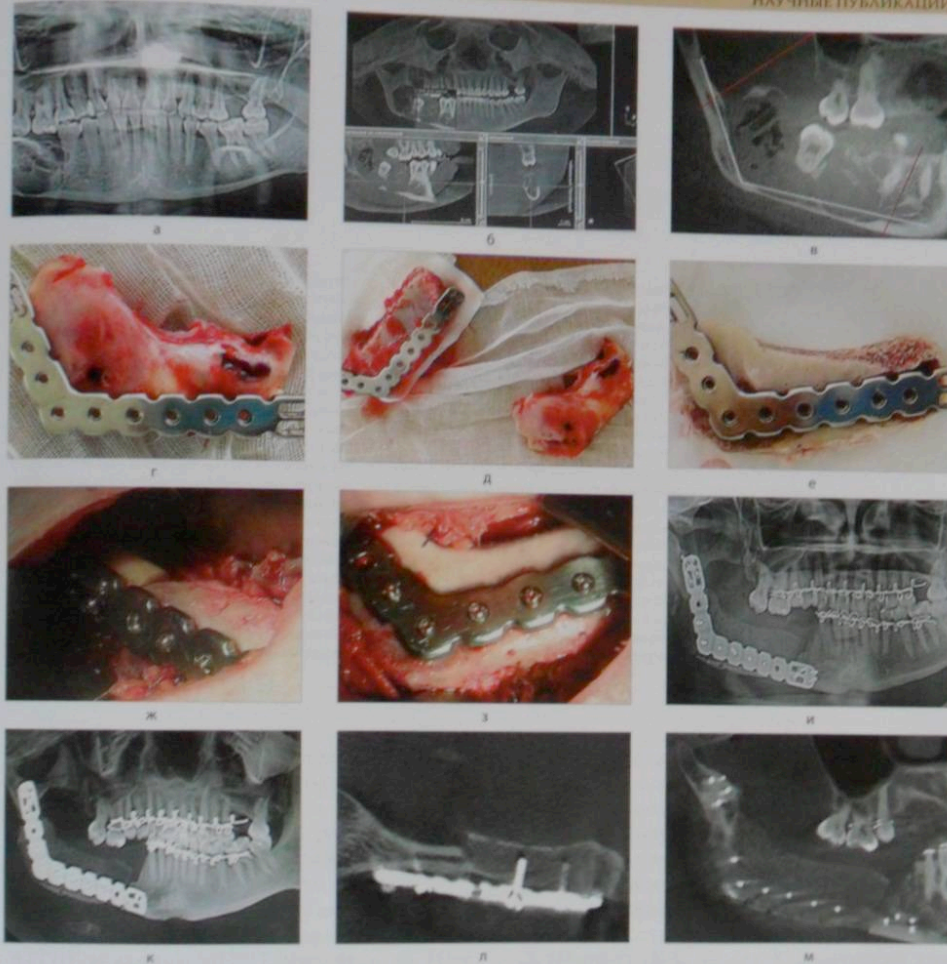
Клинический случай адамантиномы бокового отдела тела, угла и ветви нижней челюсти справа у пациентки К-ой, 34 лет, с устранением первичного послеопухолевого дефекта с помощью отделированной моноблочной бикортикально-губчатой АТПК и модифицированной индивидуальной реконструктивной пластины с круглой и продольно вытянутой формой отверстий для фиксирующих шурупов и Н-образной конфигурацией их расположения на концевых отделах: а) предоперационная ортопантомограмма зоны опухоли; б) один из срезов рентгенокомпьютерной томографии с 3d реконструкцией зоны опухоли; в) моделирование основных размеров и угла изгиба модифицированной индивидуальной реконструктивной пластины с учетом планируемого уровня сегментарной резекции нижней челюсти; г) удаленный сегмент нижней челюсти вместе с опухолью и его соотношение с модифицированной индивидуальной реконструктивной пластиной; д) соотношение модифицированной индивидуальной реконструктивной пластины с забраным бикортикально-губчатым АТПК и удаленным сегментом нижней челюсти; е) соотношение модифицированной индивидуальной реконструктивной пластины с отделированным моноблочным бикортикально-губчатым АТПК; ж) з) отделированный АТПК зафиксирован к краям дефекта модифицированной индивидуальной реконструктивной пластиной с круглой и продольно вытянутой формой отверстий для шурупов и Н-образной конфигурацией их расположения на концевых отделах; и) послеоперационная контрольная ортопантомограмма зоны восстановленных отделов нижней челюсти; к) л) м) один из срезов контрольной рентгенокомпьютерной томографии с 3d реконструкцией зоны восстановленных отделов нижней челюсти.
